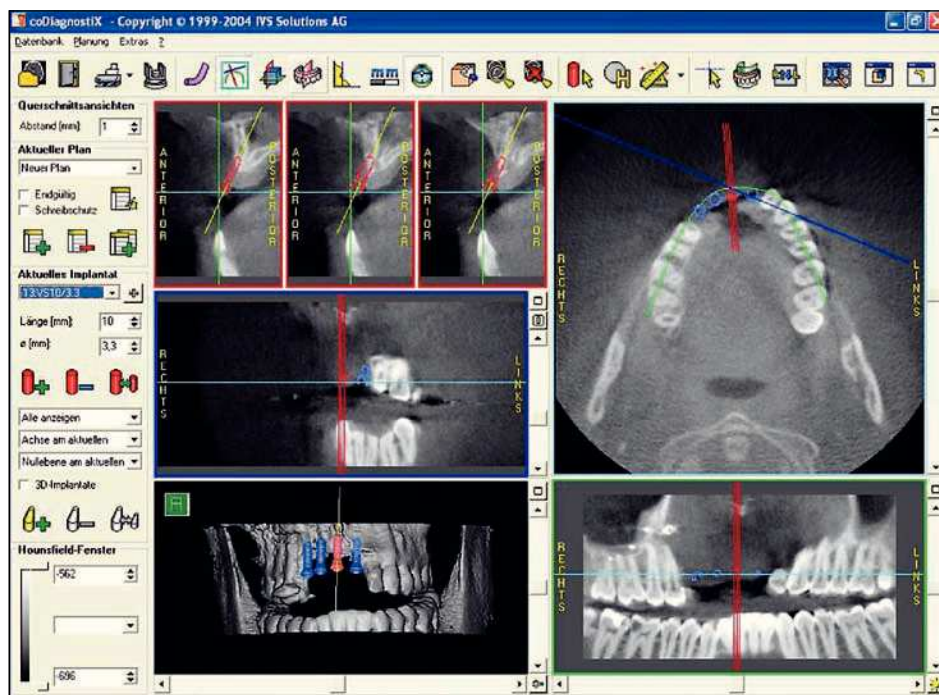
Interfaz de la aplicación para planificación de implantes coDiagnostiX, de IVS Solutions (Chemnitz), una vez importados los datos de la tomografía volumétrica digital.
